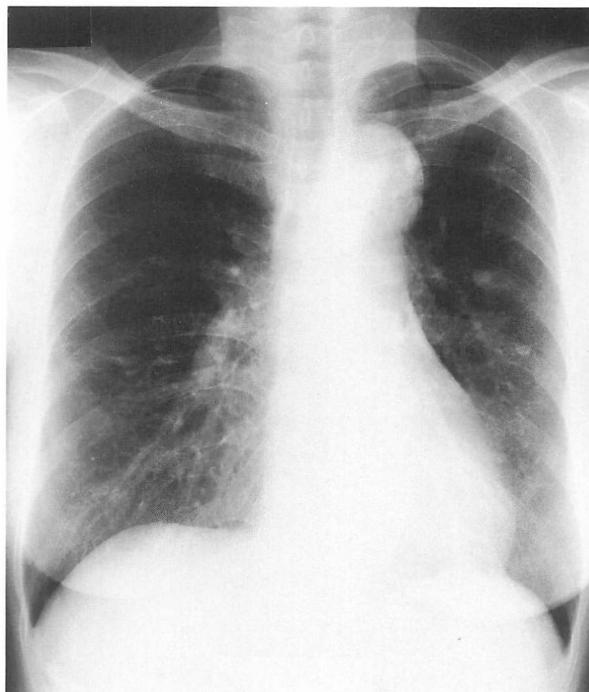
Chest X-ray film taken 10 months later
